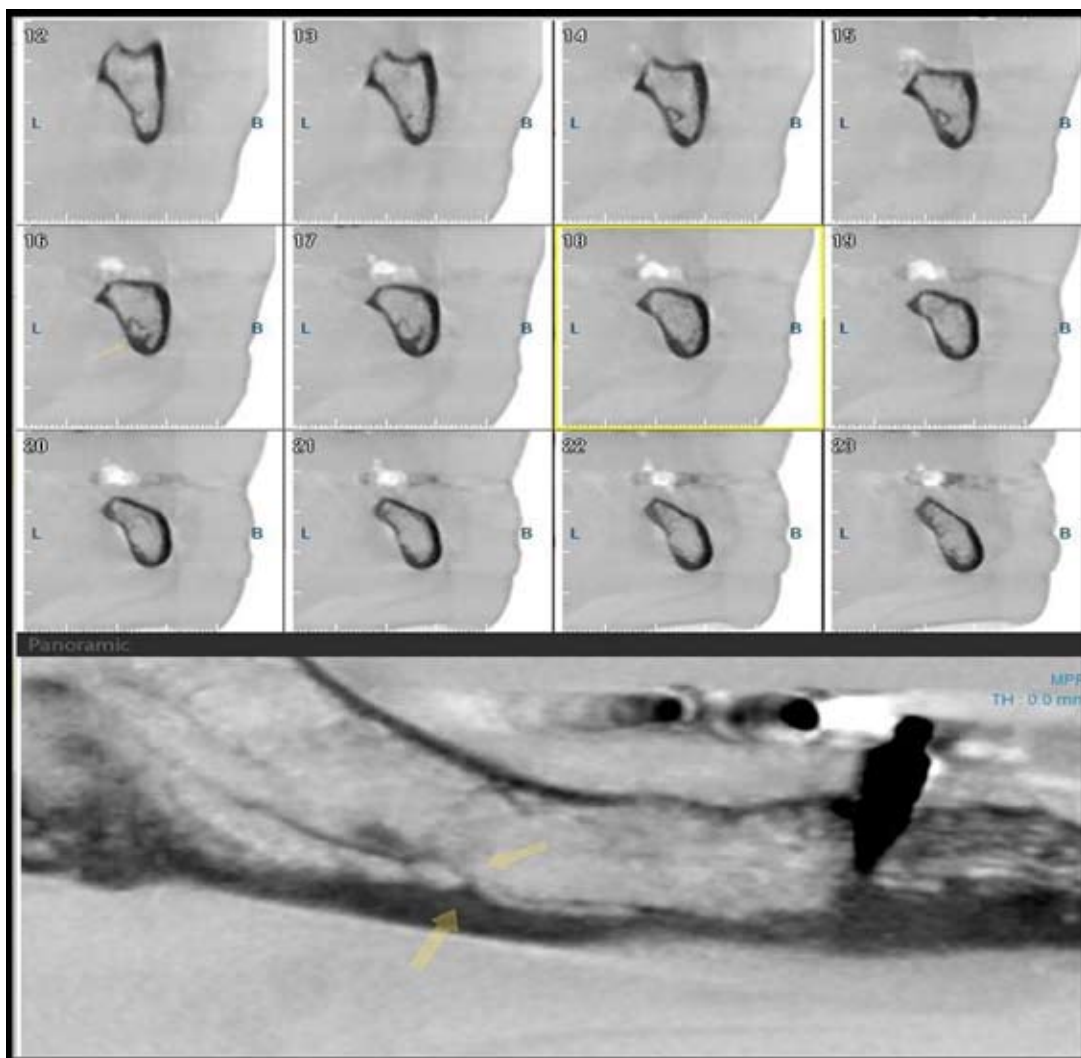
Конусно-лучевая томография нижней челюсти справа
